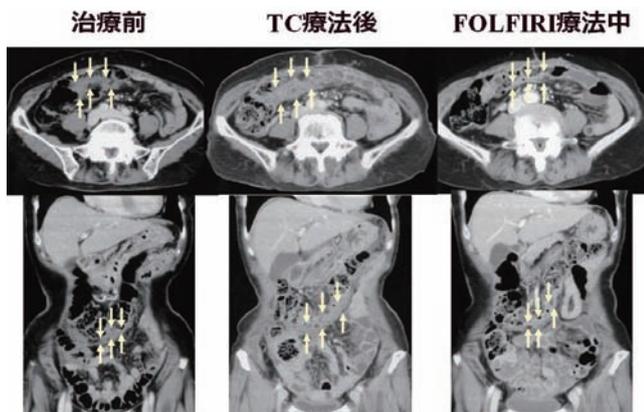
CT像推移 測定可能病変の大網腫瘍は縮小傾向であった。
